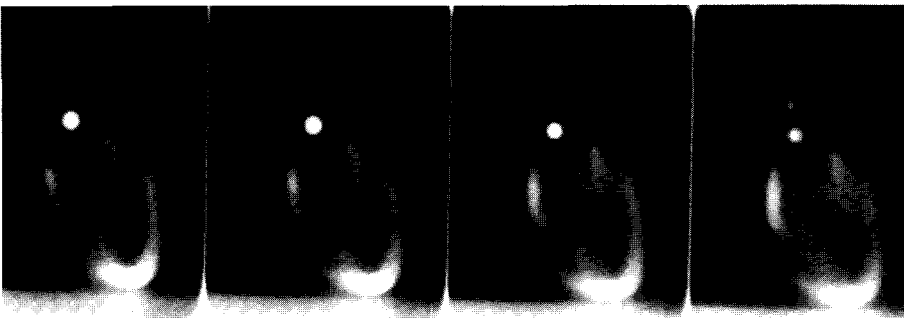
A cross-sectional tomographic images acquired 4 mm image thickness.
